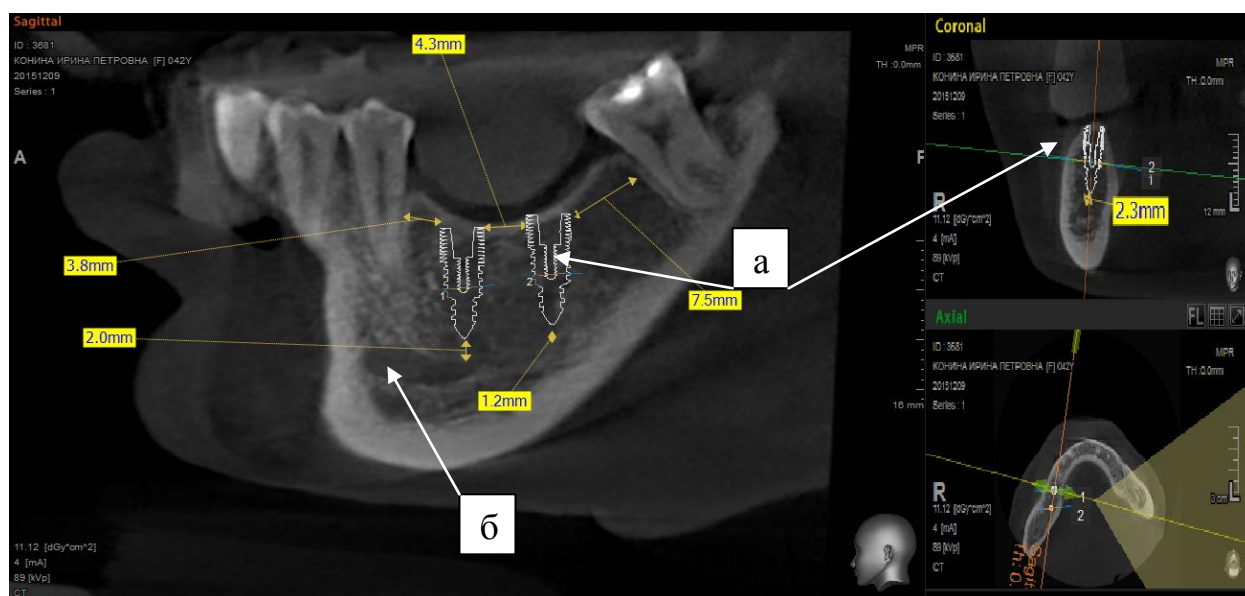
Этап виртуального планирования установки имплантатов по данным КТ пациента Б. 25 лет: а – виртуальная STL модель имплантата из НТМСП; б – нижнечелюстной канал
